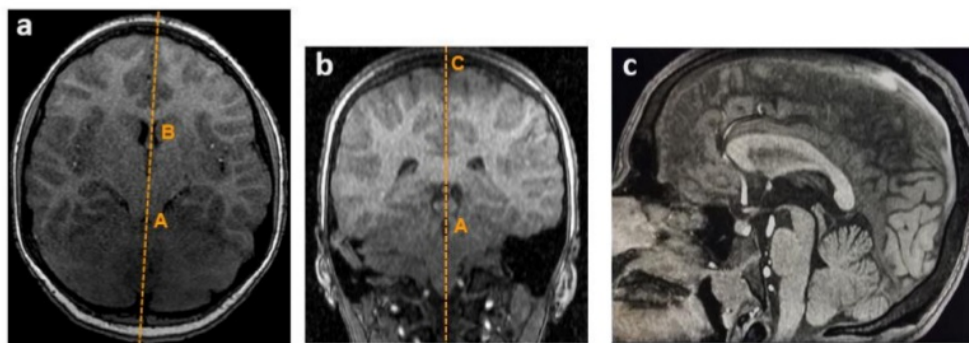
Imágenes de RM con técnica de T1 SPGR con reformateo multiplanar en planos axial (a) y coronal (b) para la obtención de un plano sagital (c). a. muestra el plano que cruza por el límite rostral del septum pellucidum (B) y el acueducto de Silvio (A). b. muestra el mismo plano cruzando el límite dorsal de la hendidura interhemisférica (C). c. plano sagital obtenido para realizar las mediciones del CC.
